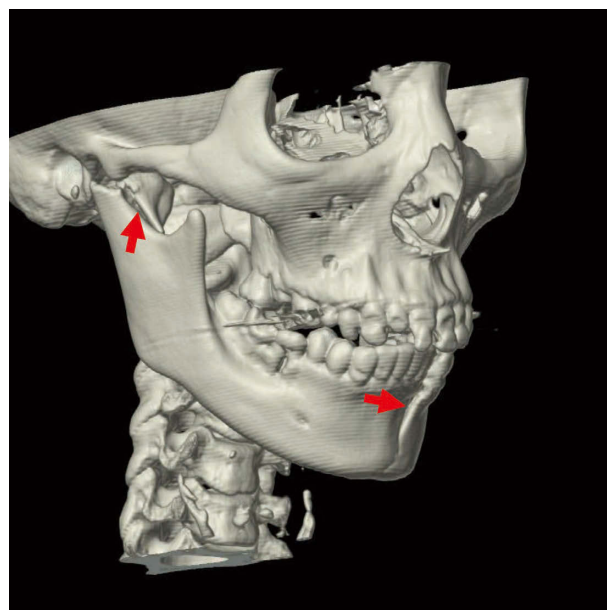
両側関節突起と下顎骨正中部の同時骨折の三次元CT画像
